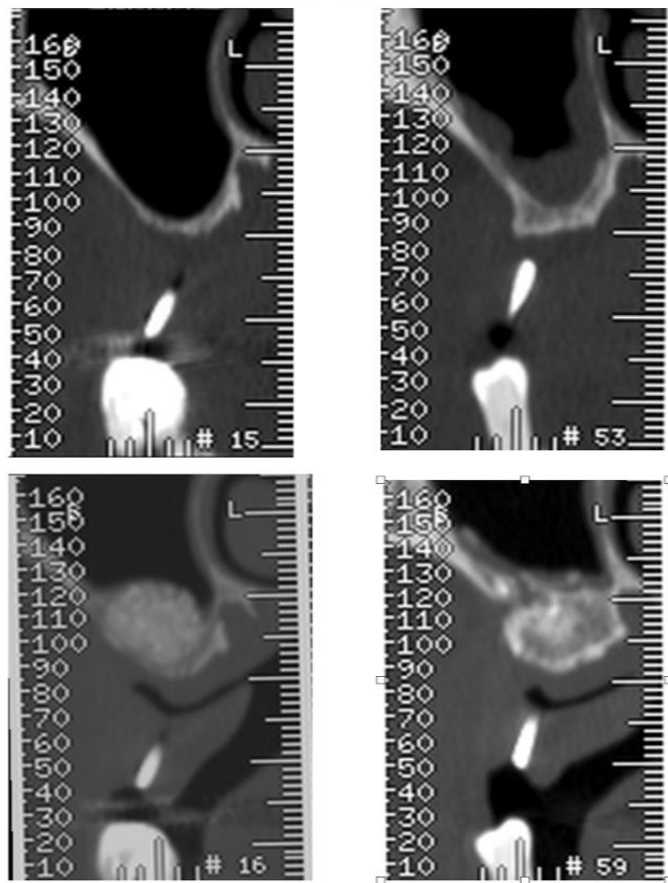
Misurazioni radiografiche: a destra lato Test, a sinistra Controllo
